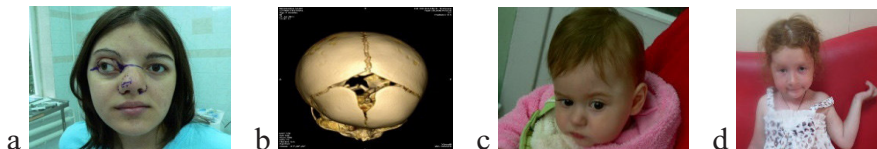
Craniostenoză coronală unilaterală: a – la vârsta de adolescență fără tratament chirurgical; b – TC a craniului la această adolescență; c – craniostenoză unilaterală la vârsta de până la un an până la tratament; d – craniostenoză unilaterală după tratamentul chirurgical
